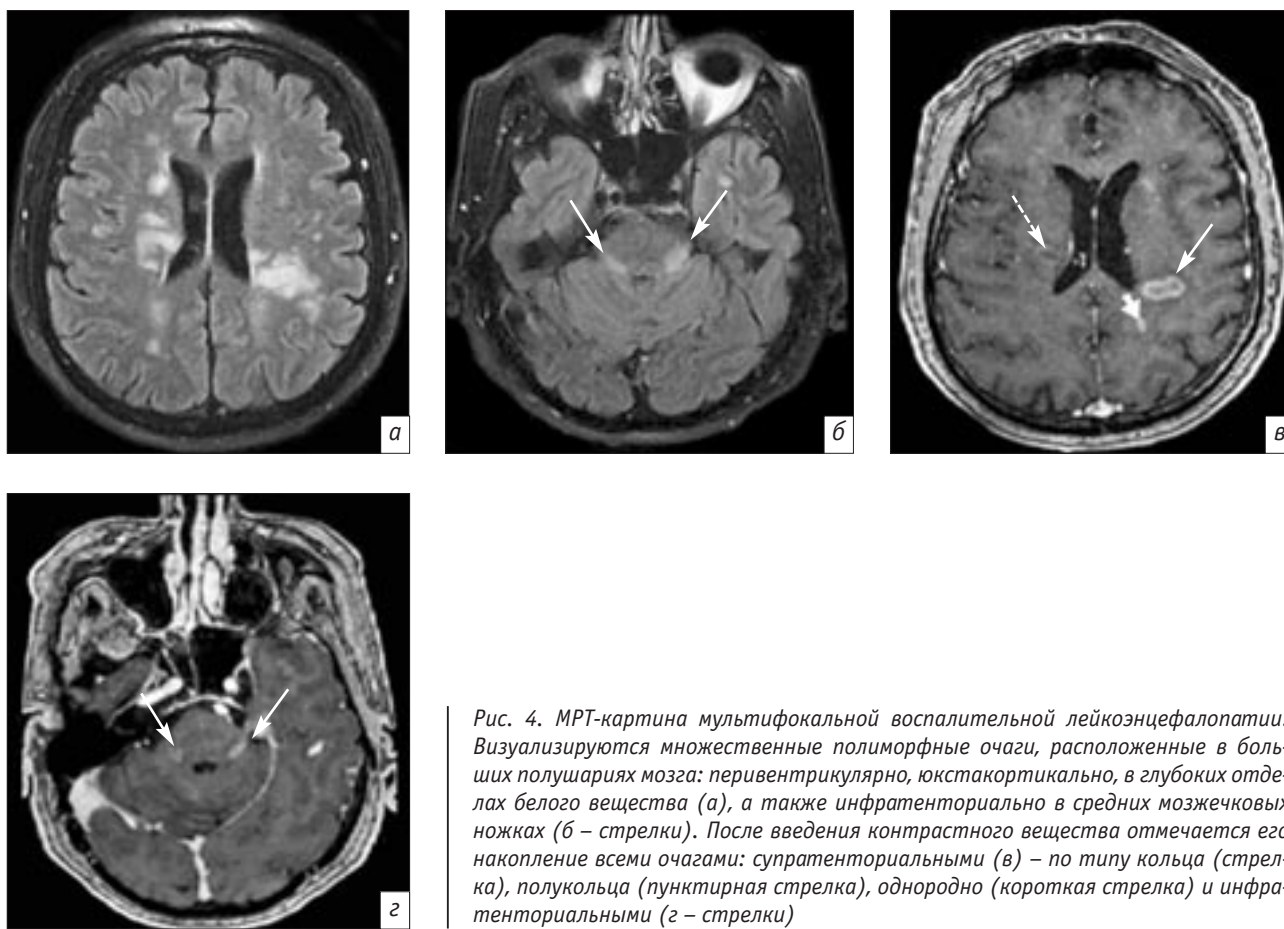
МРТ-картина мультифокальной воспалительной лейкоэнцефалопатии. Визуализируются множественные полиморфные очаги, расположенные в больших полушариях мозга: перивентрикулярно, юстакортикально, в глубоких отделах белого вещества (а), а также инфратенториально в средних мозжечковых ножках (б – стрелки). После введения контрастного вещества отмечается его накопление всеми очагами: супратенториальными (в) – по типу кольца (стрелка), полукольца (пунктирная стрелка), однородно (короткая стрелка) и инфратенториальными (z – стрелки)
